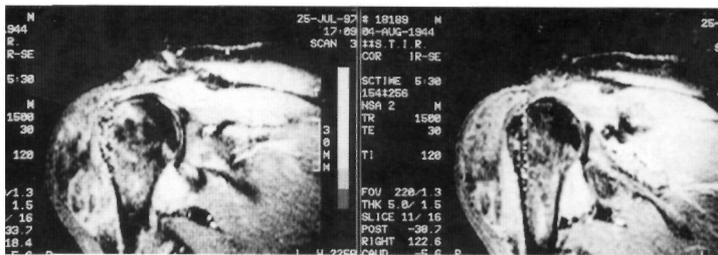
Imagen de RMN donde se aprecia rarefacción ósea significativa a nivel del hombro derecho, secundaria a la importante afectación
